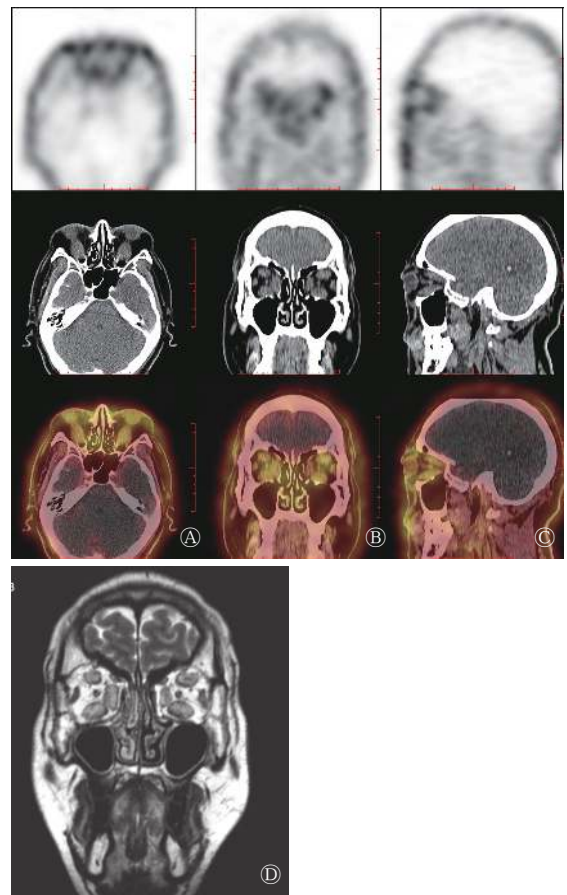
活动期甲状腺相关性眼病患者(男性, 44 岁)眼眶 $^{99}Tc^m$ -DTPA SPECT/CT 和 MRI 图 患者甲亢 1 年余伴双眼突出半年, 双眼 CAS 评分均为 5 分。图中, A~C: 眼眶 $^{99}Tc^m$ -DTPA SPECT/CT 的横断位、冠状位和矢状位图像, 除双侧外直肌外, 其余眼外肌均增粗, 伴放射性摄取增高, 右侧 UR 为 1.68, 左侧 UR 为 1.88; D: MRI T2 加权成像冠状位图像, 除双侧外直肌外, 其余眼外肌均增粗且信号增高, 双侧 MRI 评分均为 3 分。UR: 摄取比值。DTPA: 二亚乙基三胺五乙酸; SPECT/CT: 单光子发射计算机断层摄影术; MRI: 磁共振成像; CAS: 临床活动性评分。
